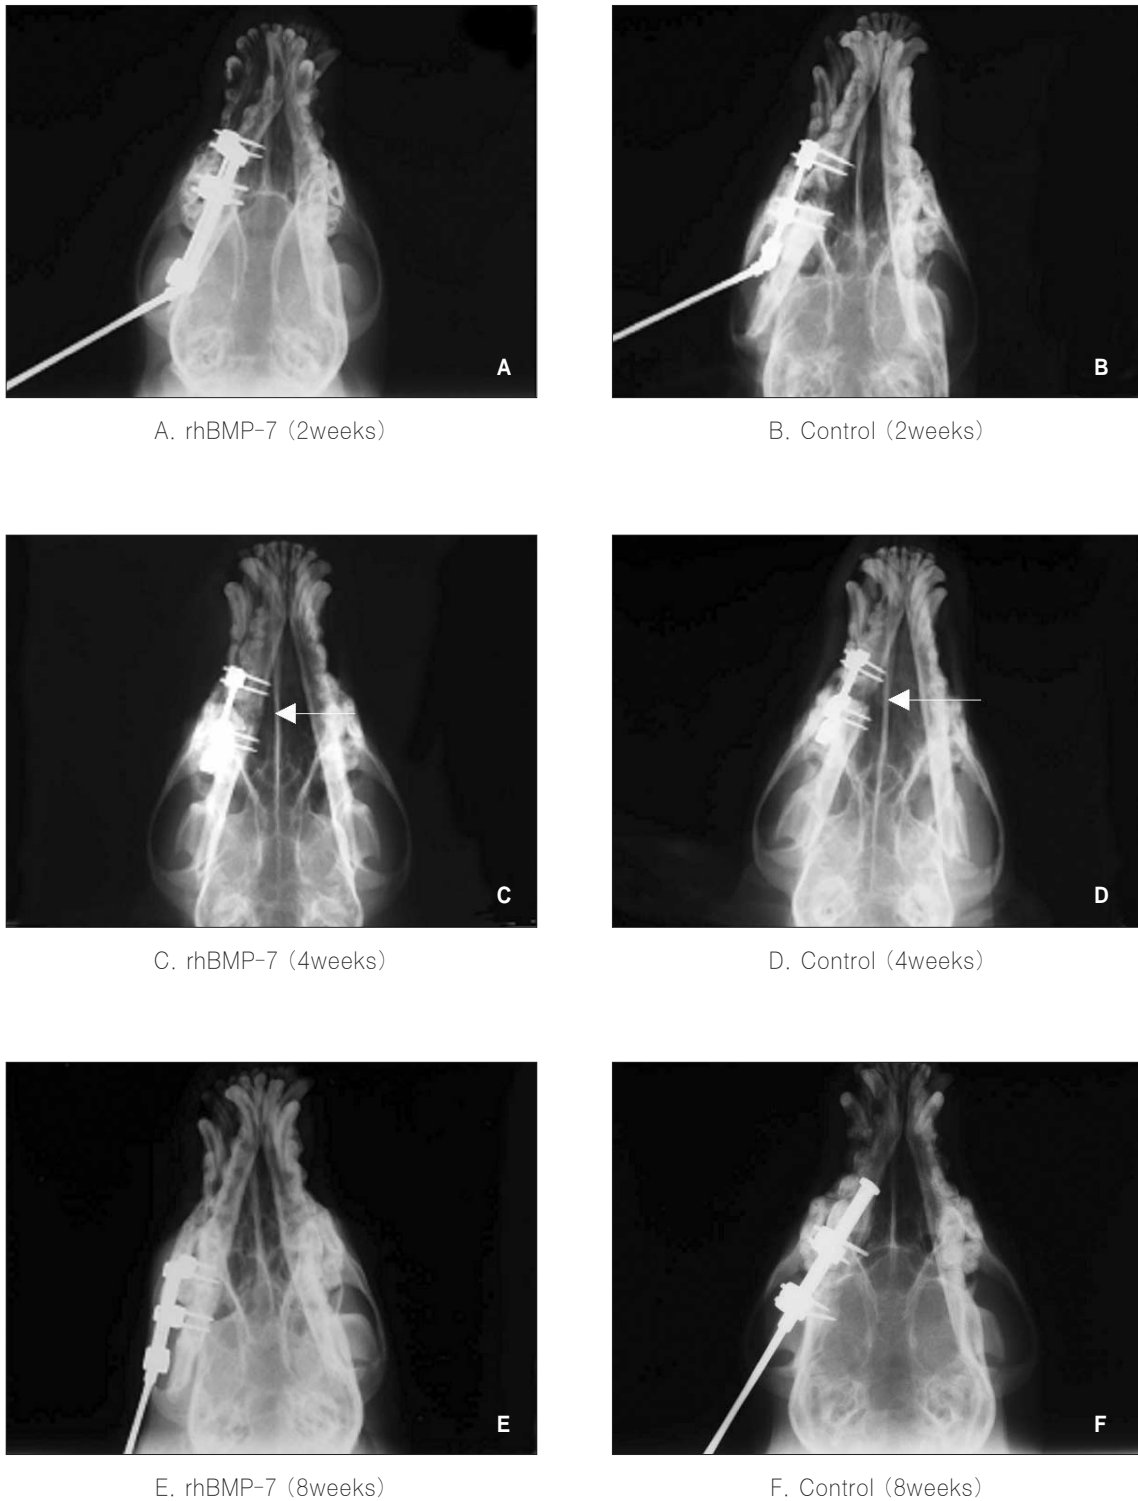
Representative radiographs of experimental and control groups at the end of 2 weeks, 4 weeks, and 8 weeks of the consolidation period. There was no significant difference in the radiographic findings at the 2 weeks of the consolidation period. During the next 2 weeks, mineralization zones of the distraction regenerate progressed towards the central radiolucent zone. There is a significant increase in callus formation in the rhBMP-7 treated group compared with the control group at the end of 4 weeks of the consolidation period. At 8 weeks after the termination of distraction, the regenerate was completely consolidated in both groups. There was no significant difference in the radiographic findings at the 8 weeks of the consolidation period(A - F).
